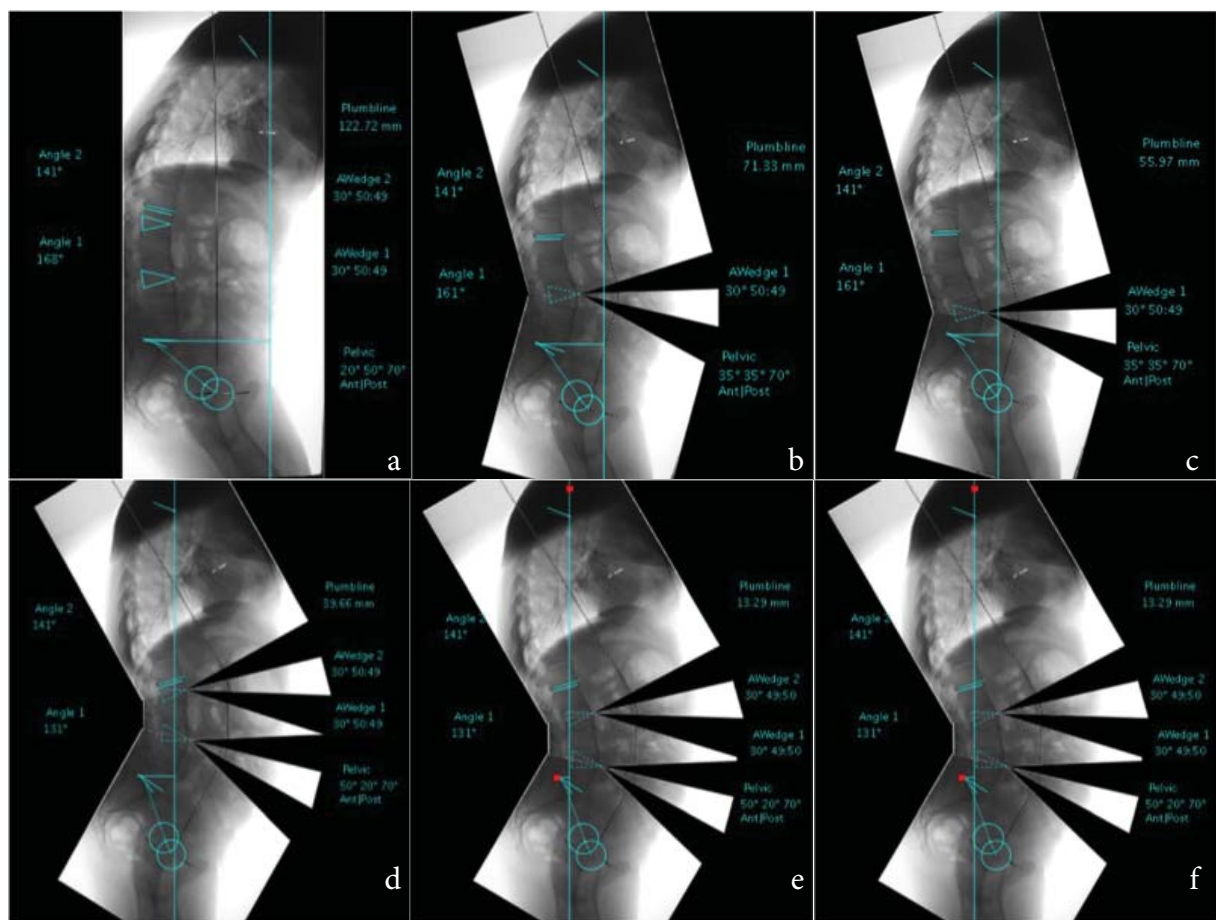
a) X-ray of a fifty nine years old patient with ankylosing spondylitis, lumbar hypo-lordosis and thoracolumbar kyphosis seen, b) One level L3 pedicle subtractions osteotomy planning is seen here, After osteotomy plumb line corrected from 12 cm to 7 cm, c) L4, osteotomy planning is seen here, same values for pelvic parameters and lumbar lordosis but we have better balance correction. Plumb line corrected from 12 cm to 5 cm, d) Double level pedicle subtractions osteotomy, L1-L3 two level pedicle subtraction osteotomy planning is seen here, Lumbar lordosis is now 50 degrees and, pelvic parameters are nearly normal, Plumb line is plus 4 cm. e) L2-L4 PSO scenario is seen here, we have exactly the same lordosis and same pelvic parameters but better plumb line correction. f) Here we can see the post operational clinical picture and x-ray Patient have a good gaze but postoperative correction should be better.
